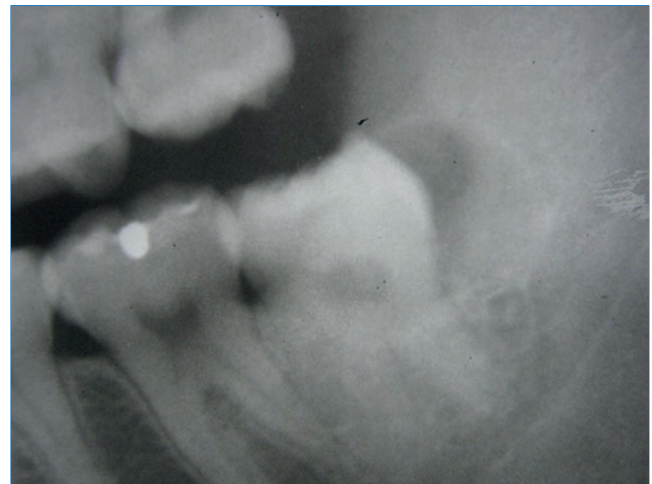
Radiografia periapical demonstrando a imagem radiotransparente na distal do dente 38, com limite na junção cimento-esmalte.
